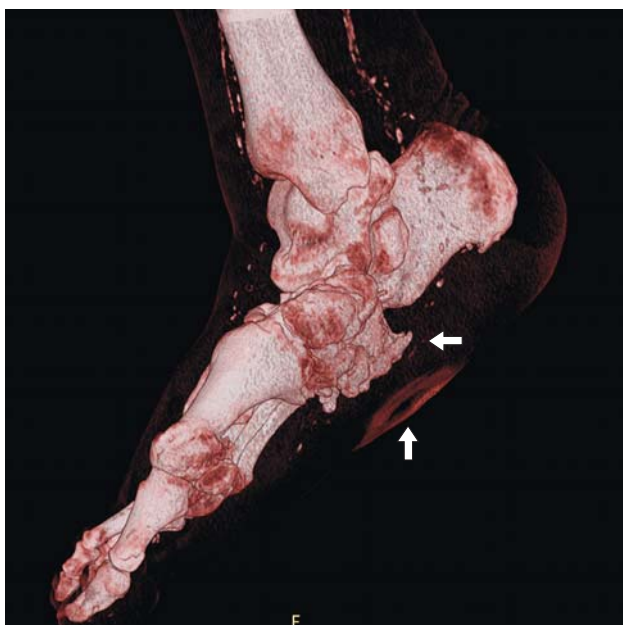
КТ-изображение, объемная реконструкция. Деформация стопы по типу «пресс-папье». Язвенный дефект мягких тканей подошвенной поверхности стопы вследствие смещения кубовидной кости (стрелки).
